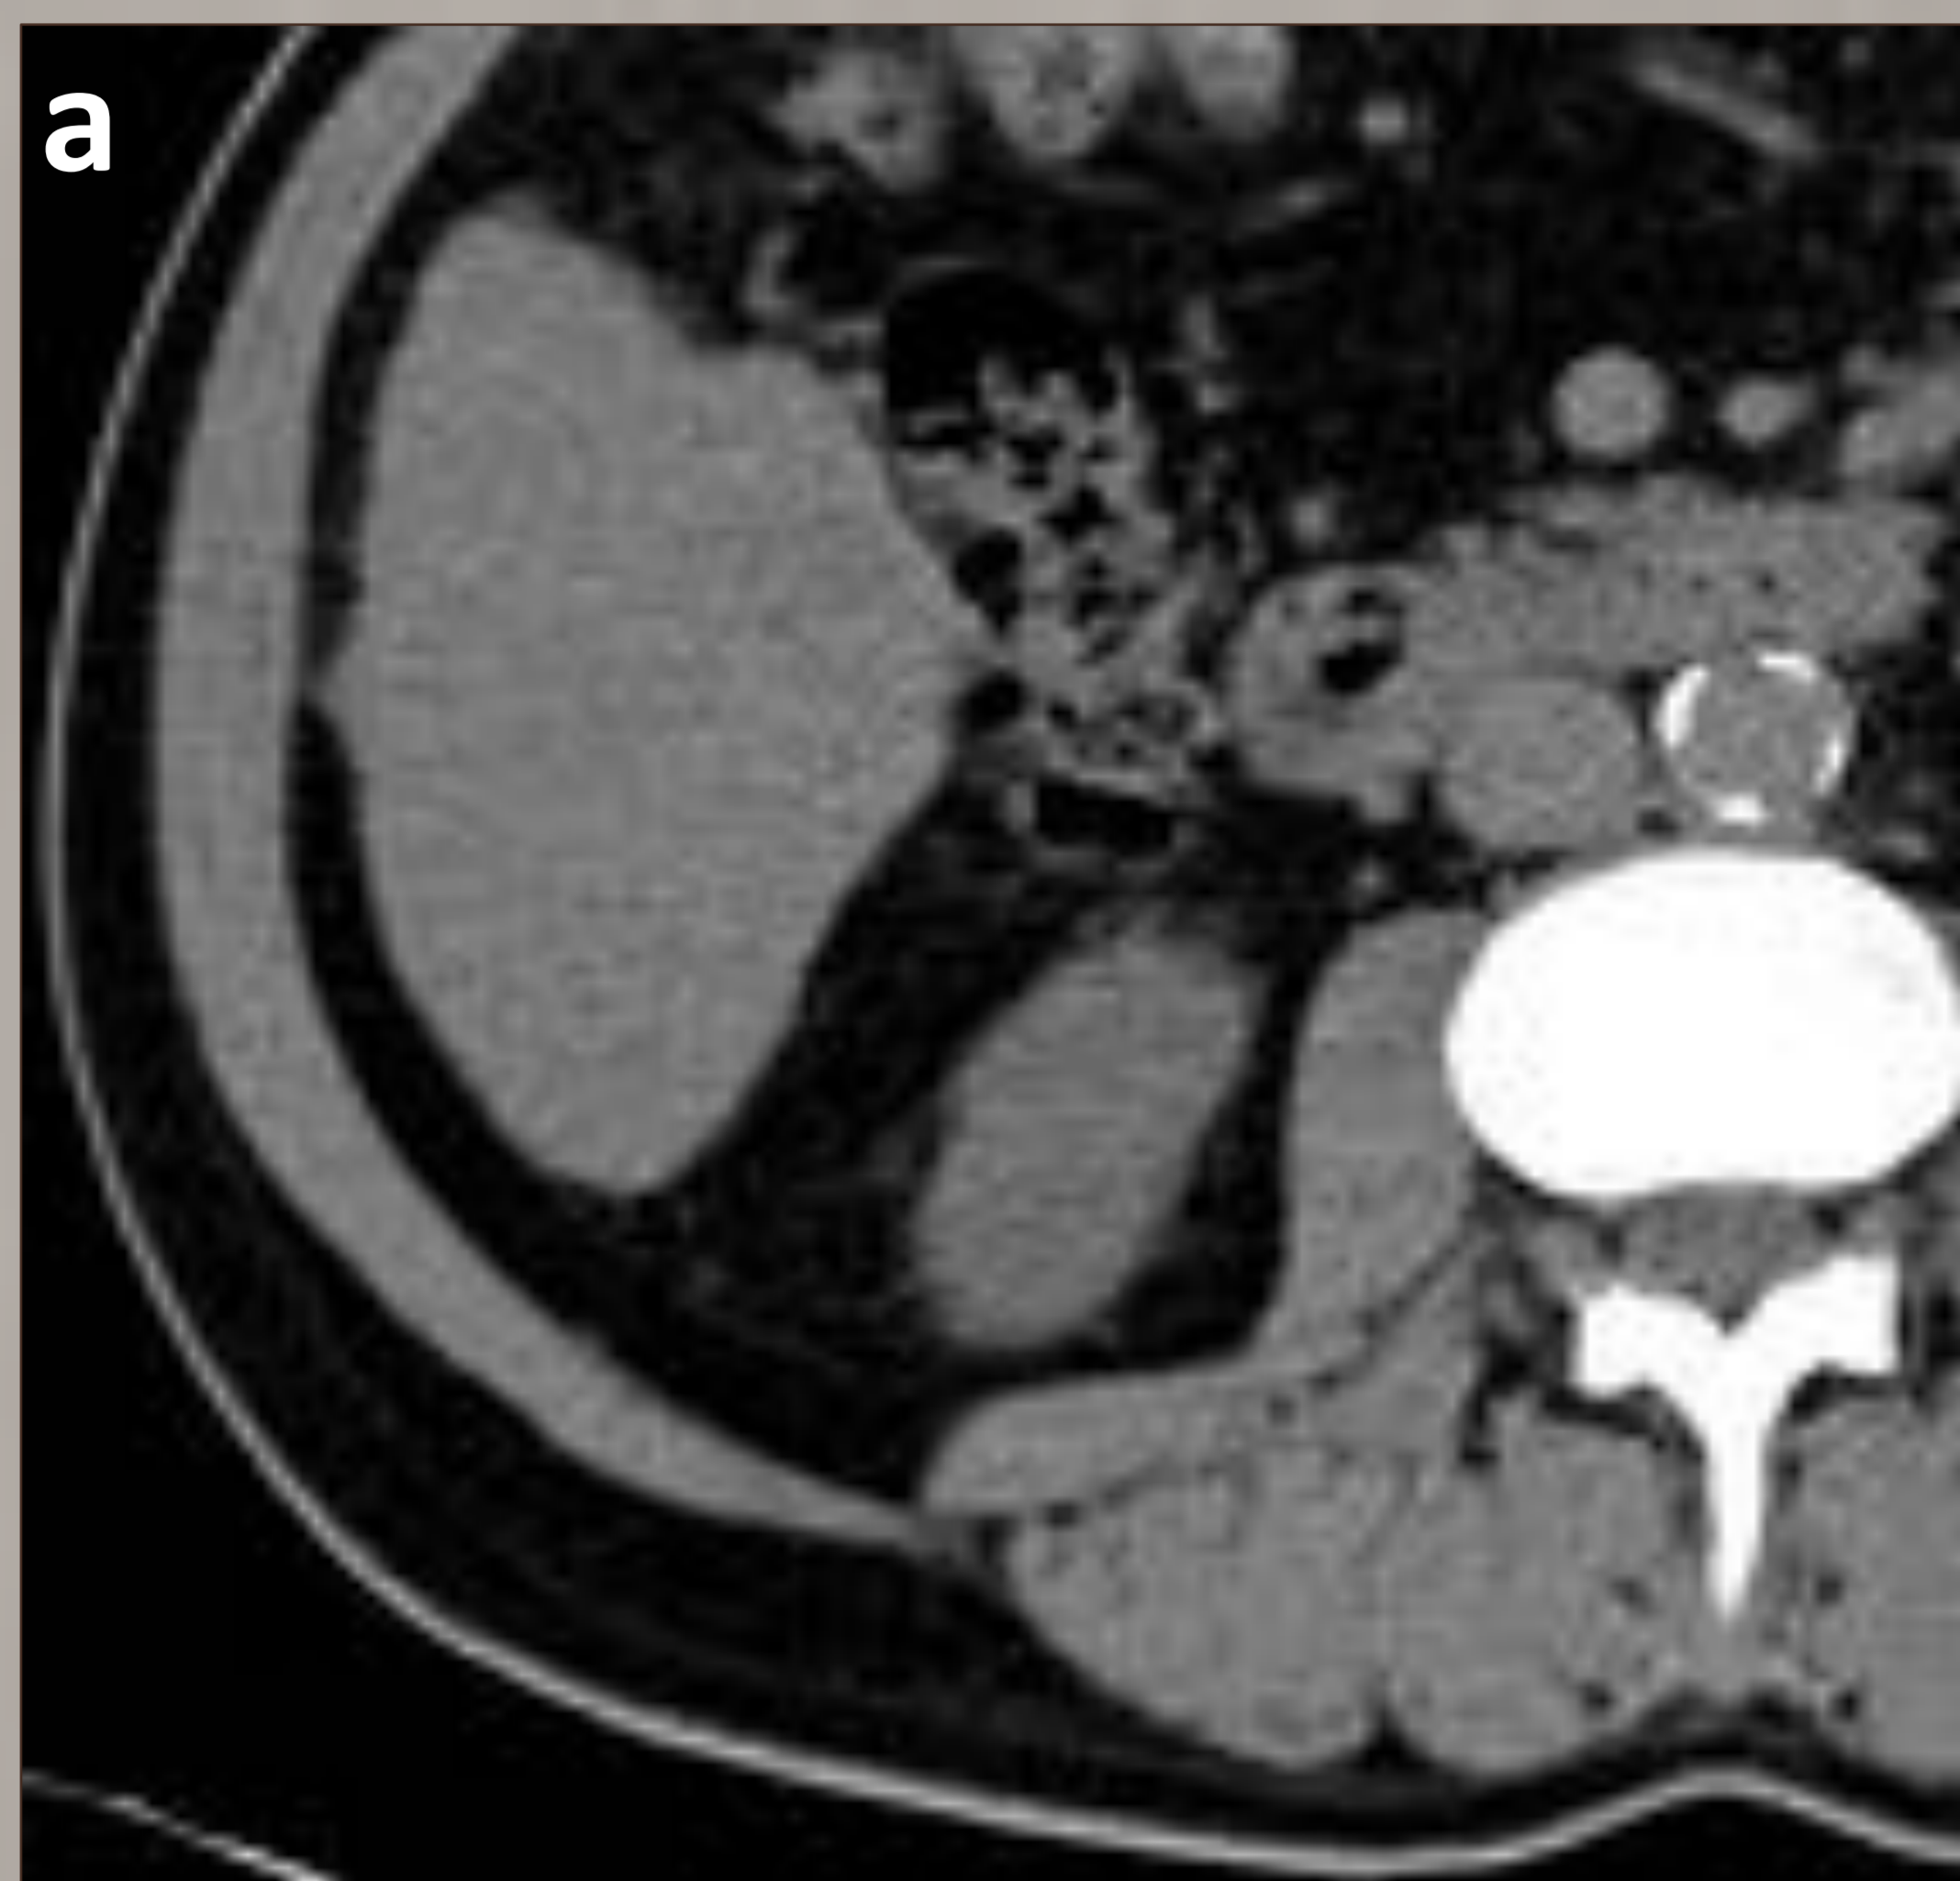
Cortes axiales de TC dinámico en el único paciente con persistencia tumoral. Las imágenes que se muestran son antes (a-d) y a los 6 meses del tratamiento (e-g). Se observa un nódulo en el segmento V compatible con un HCC: hipodenso en la fase sin contraste (a), discretamente hiperdenso de predominio periférico en fase arterial (b) y lavado en fase venosa (c), no visible en fase de equilibrio (d). A los 6 meses, la lesión presenta un área quística necrótica y un componente sólido, con realce en la fase arterial (f) y lavado en fase venosa (g), en relación con persistencia tumoral.
